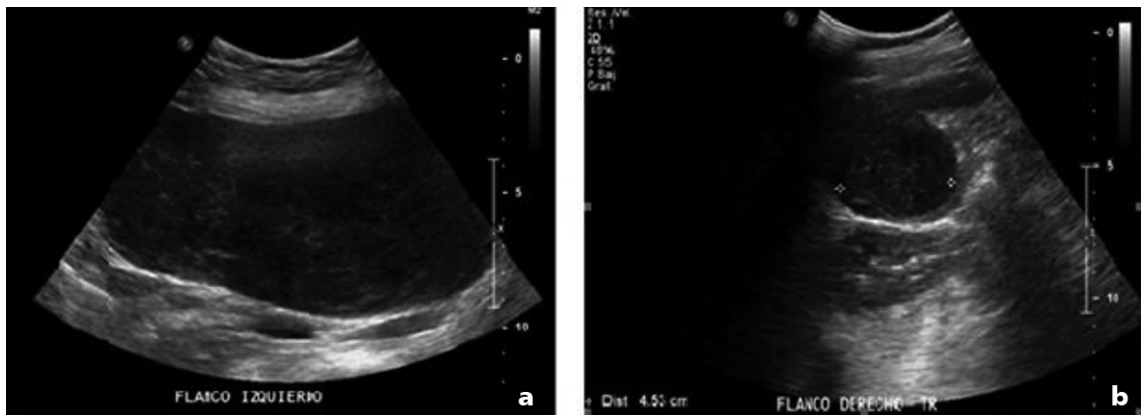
Ecotomografía abdominal; (a) Imagen seleccionada del hipogastrio, lateralizada a izquierda, en que se identifica una masa sólida hipocogénica de 11 cm bien delimitada con algunos ecos en su interior. No impresionaba depender de algún órgano abdominal; (b) En el flanco derecho, se identifica una segunda masa de similares características, de 5 cm.
